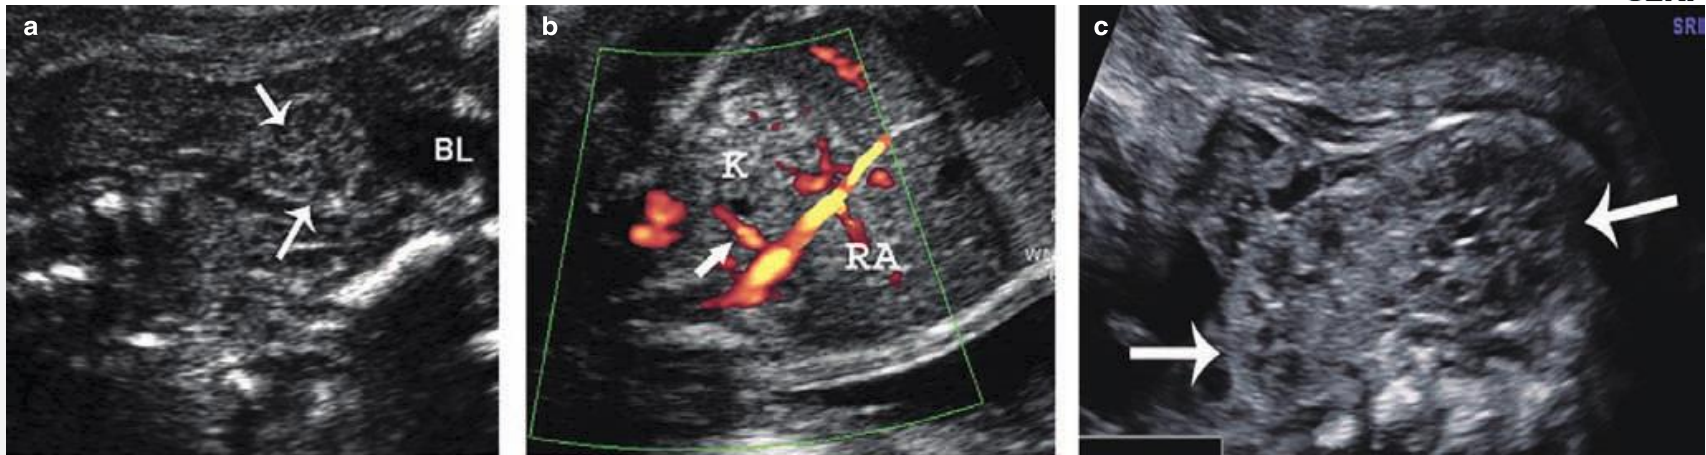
Pelvic kidney. (a) Oblique scan through the fetal pelvis. The kidney (arrows) is seen within the pelvis, lying superior to the bladder (BL). (b) Color flow Doppler shows the pelvic kidney artery (arrow), which originates from the aorta at a more caudal level than the contralateral renal artery (RA). K, pelvic kidney. (c) Crossed fused renal ectopia. Note the two fused kidneys (arrows); the lower pole of the upper one is fused with the upper pole of the lower one. In these cases, the kidneys are also abnormally rotated, as in horseshoe kidney.
